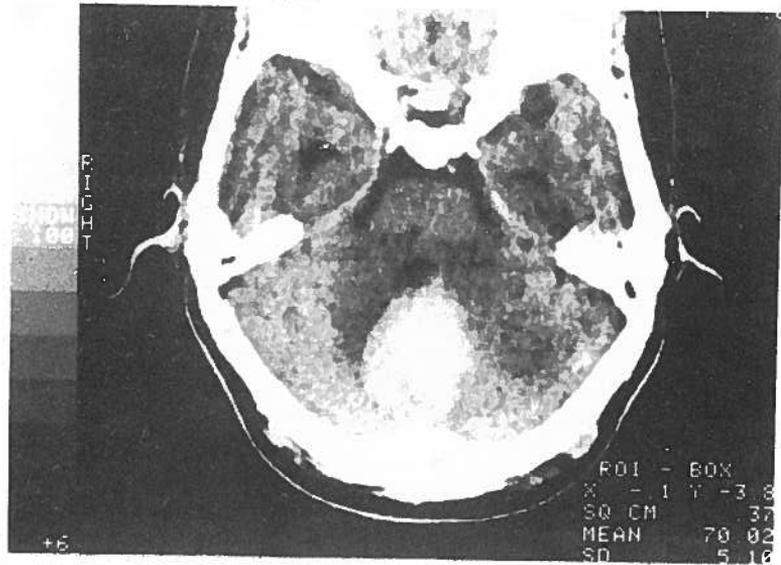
Caso 3. Tomografia axial computadorizada. Corte cerebeloso demonstrando lesão biperdensa do vérmis e áreas adjacentes dos hemisférios cerebelosos (vide texto).
